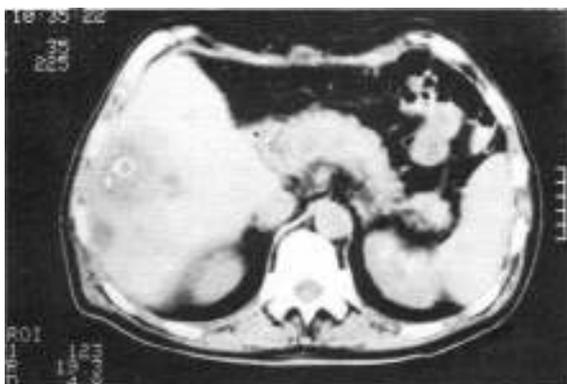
TAC. Absceso multilocular en parte media y periférica del lóbulo derecho (segmentos VI y VII).
